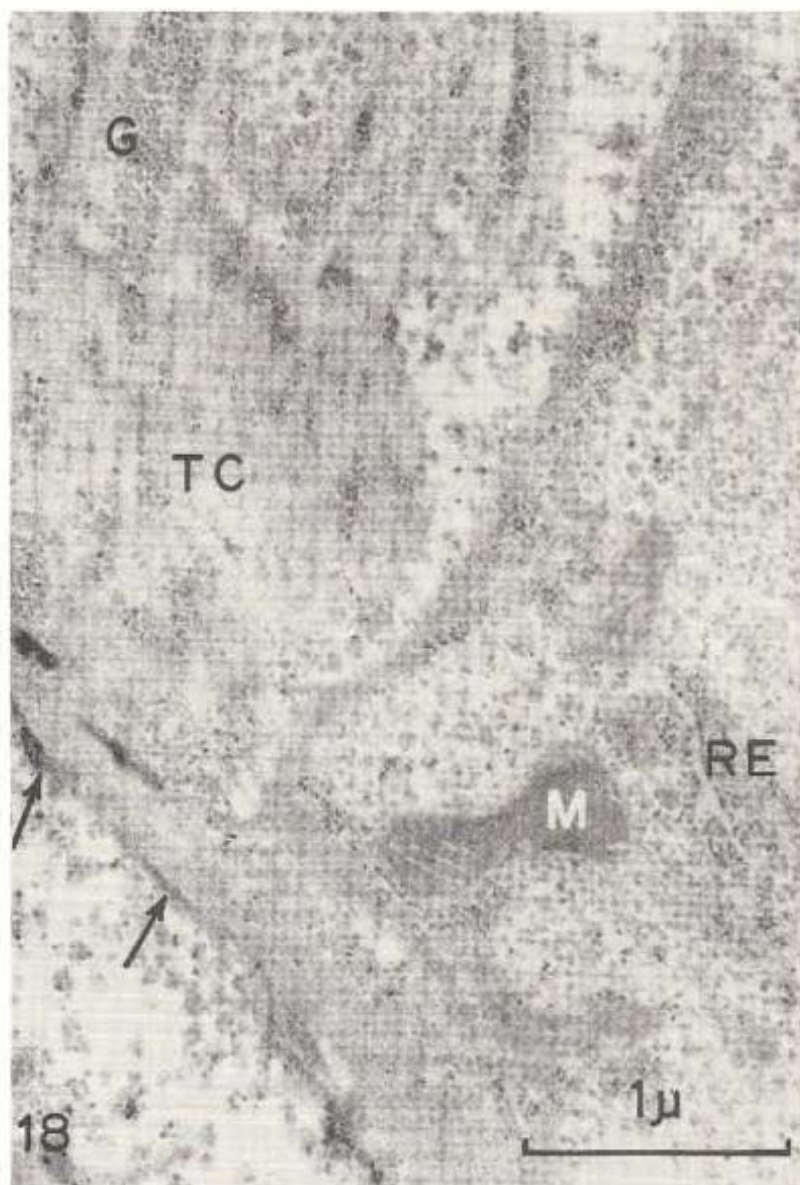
Citoplasma necrótico de un hepatocito mostrando haces de tejido conectivo (TC) entre los cuales se intercalan gránulos de glucógeno (G). Estos manojos se hallan rodeados por material retículo-granular amorfo, el cual se muestra marcadamente electrondenso en su vecindad al citoplasma necrótico (flechas). A su alrededor se observan escasos fragmentos del retículo endoplasmático rugoso (RE) y mitocondrias (M). Magnificación: 36.000X.
